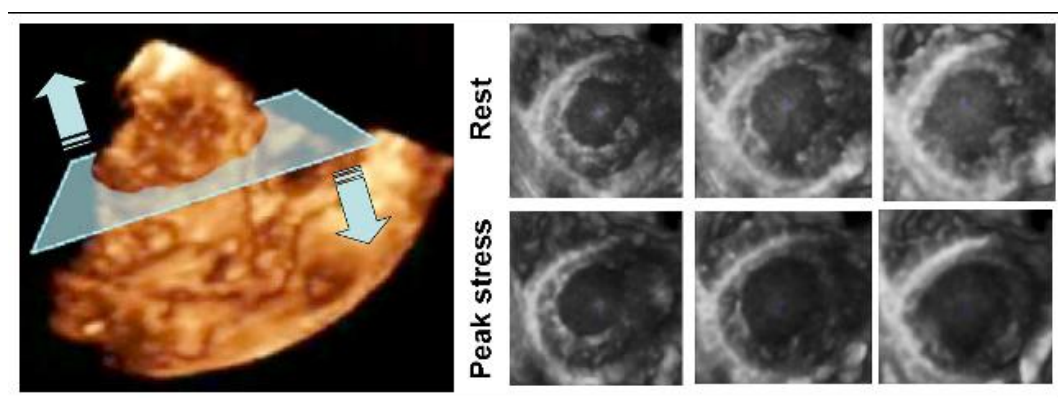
三维经胸超声心动图数据集，从心尖声窗（左）获取，随后自左室心尖到左室基底部（右）切割成许多横断面。这种显示方式，在三维负荷试验中非常有用。
